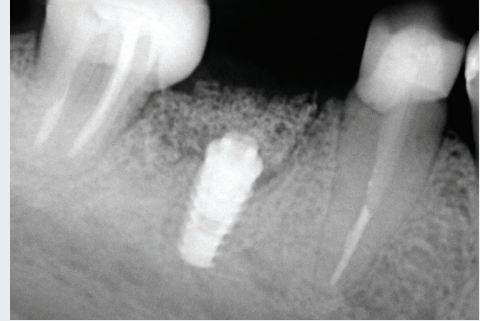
Aspecto radiográfico periapical do implante dentário + biomaterial + membranas instaladas.
